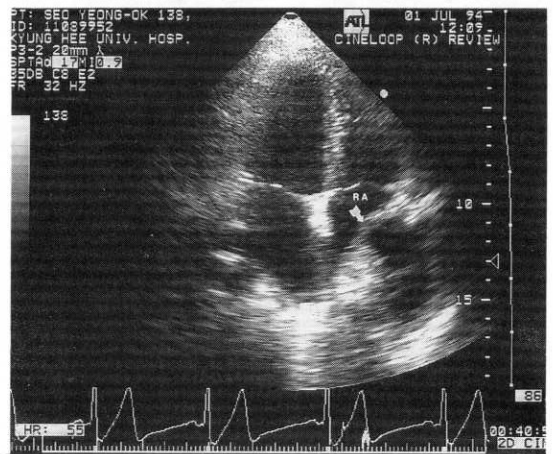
Echocardiographic finding (apical 4 chamber view) : a oval echo-free mass (arrow), contained echogenic mass at the anterolateral site of the right atrium (RA).
